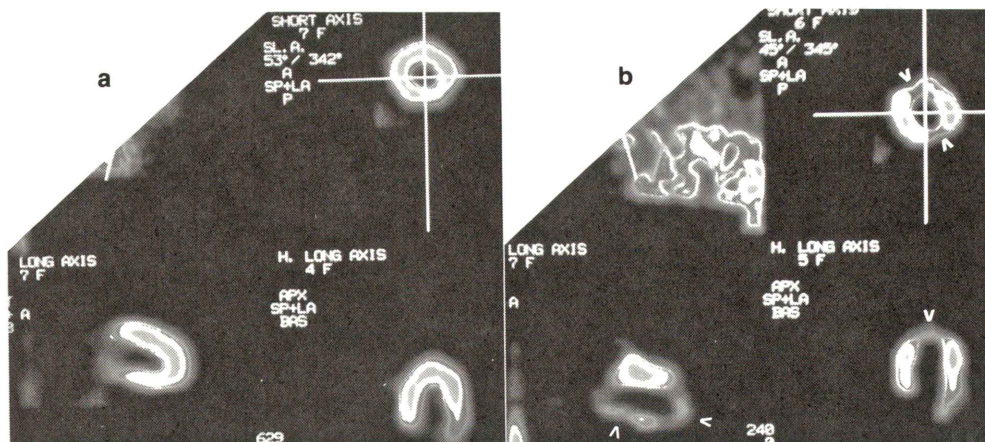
Case K.Y., $^{201}\text{Tl}/^{123}\text{I}$ -MIBG myocardial dual SPECT.
